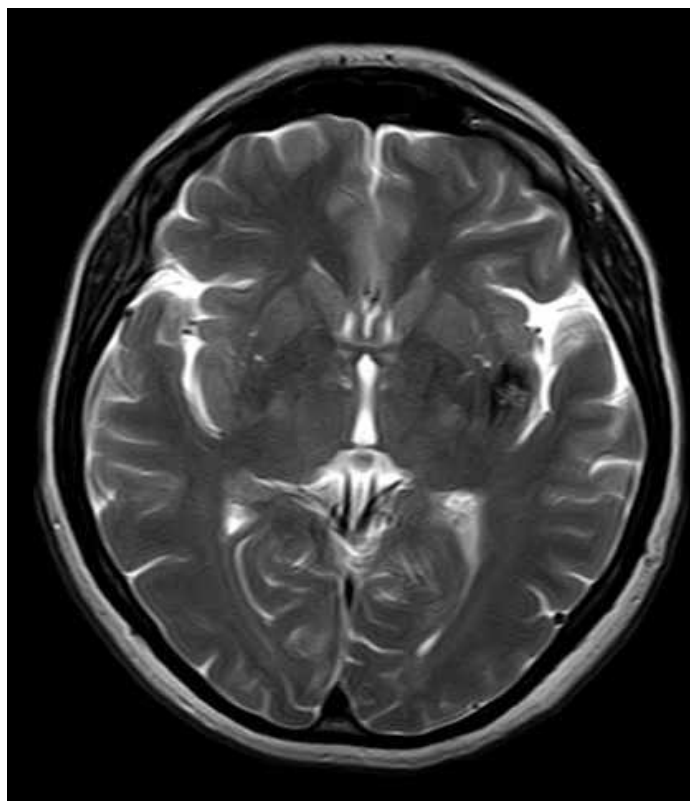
МРТ головного мозку (T2 ЗЗ, аксіальний зріз). Кавернома лівої острівцевої ділянки (тип II по Zabramski). Клінічно — напади епілепсії прогресували незважаючи на підйом дози протиепілептичних препаратів (спостереження №33, хвора М-к, історія хвороби №676).
